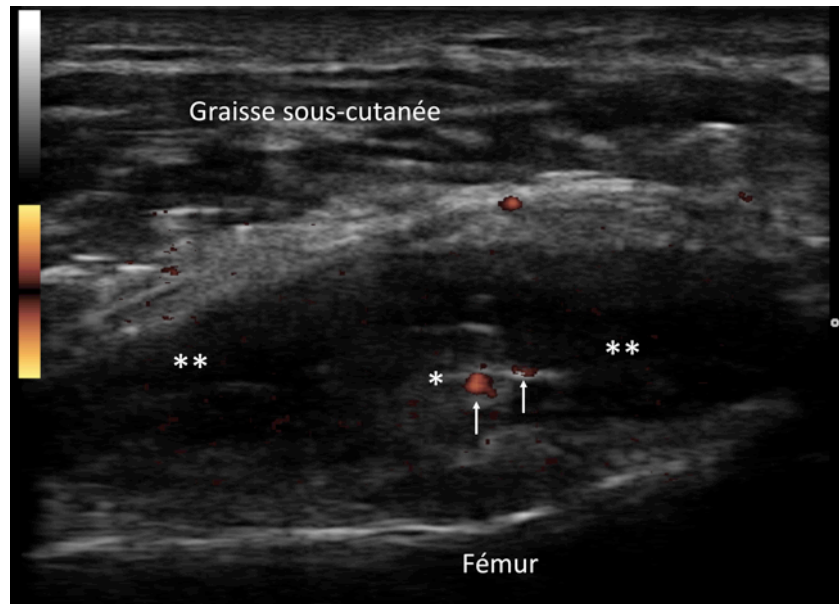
Coupe longitudinale supra-patellaire. Présence d'une hypertrophie synoviale (*) et d'un épanchement de la bourse suprapatellaire (); (flèches présence de spots de signal Doppler puissance au sein de l'hypertrophie synoviale.
